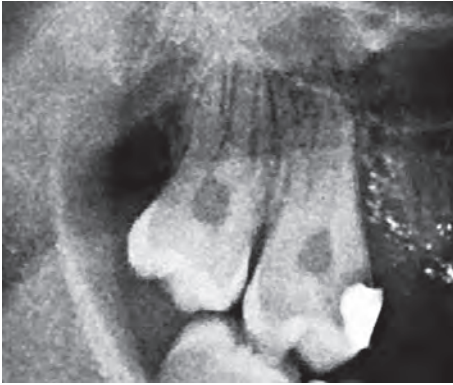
Ортопантомограмма (фрагмент).
